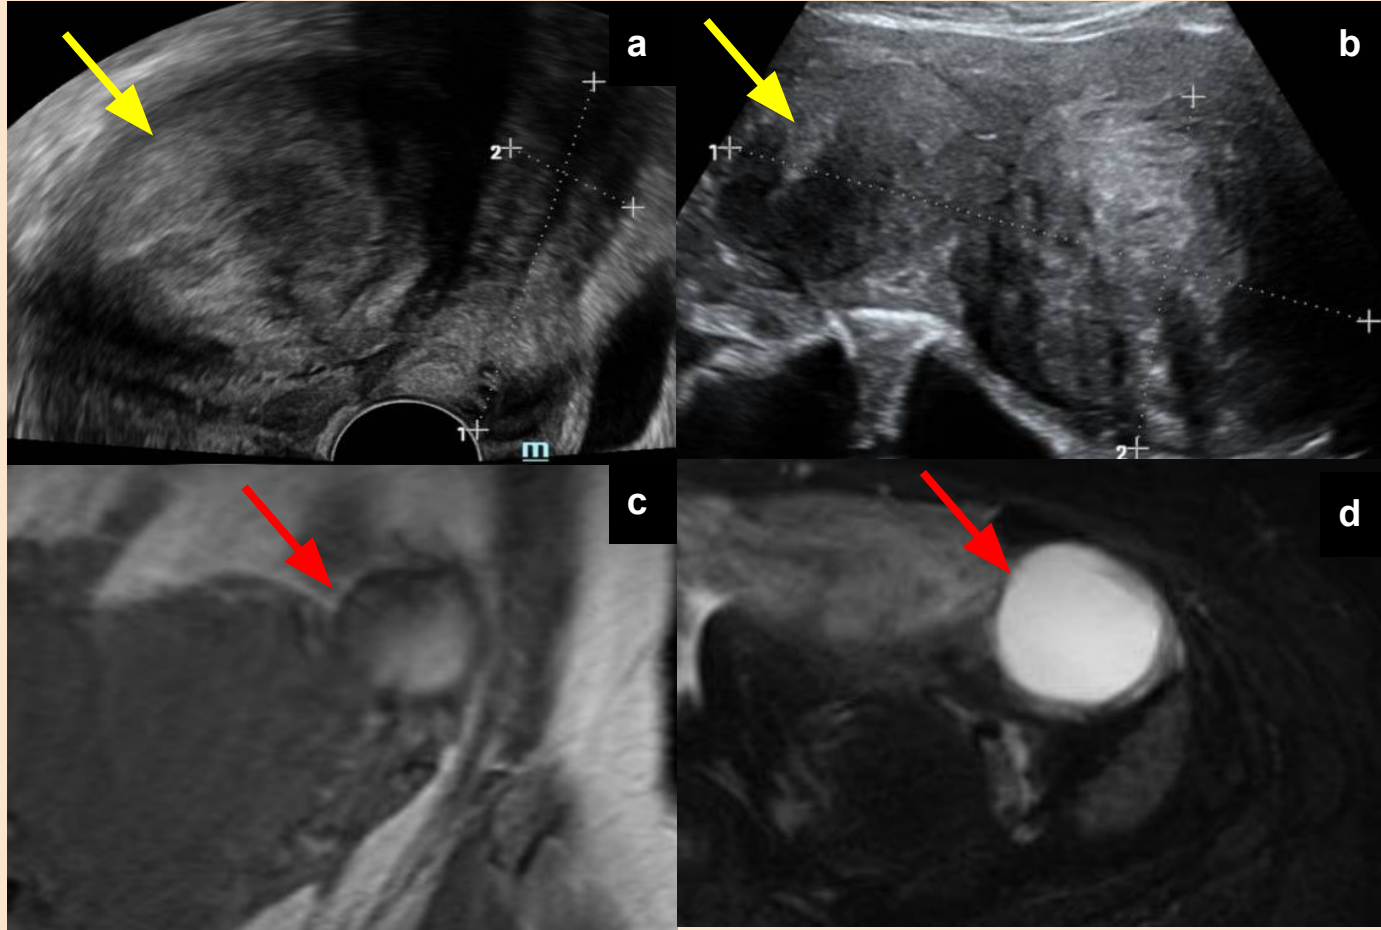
a y b) Ecografía transvaginal (a) y transabdominal (b), se observan voluminosos miomas en topografía del útero que no permite la correcta valoración de las regiones anexiales (flechas amarillas) (O-RADS ECO 0). c y d) T2 coronal (c) y T1 Fat-Sat axial (d), se observa imagen quística de 4 cm, hiperintensa con áreas hipointensas en T1 e hiperintensa en T2 en relación a quiste endometriósico (flechas rojas) (O-RADS RM 2: paciente premenopáusica).
